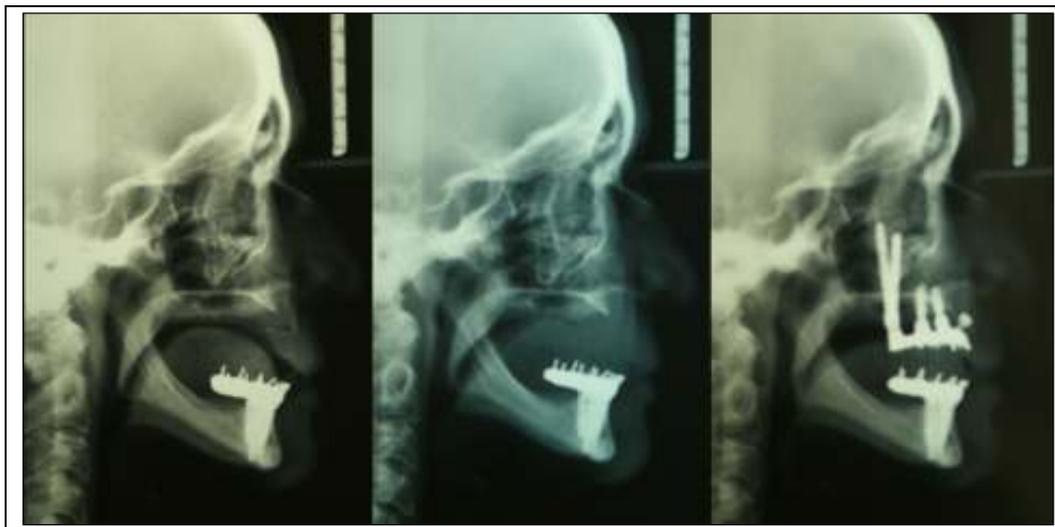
Telerradiografias inicial, com montagem de diagnóstico e reabilitação final.
